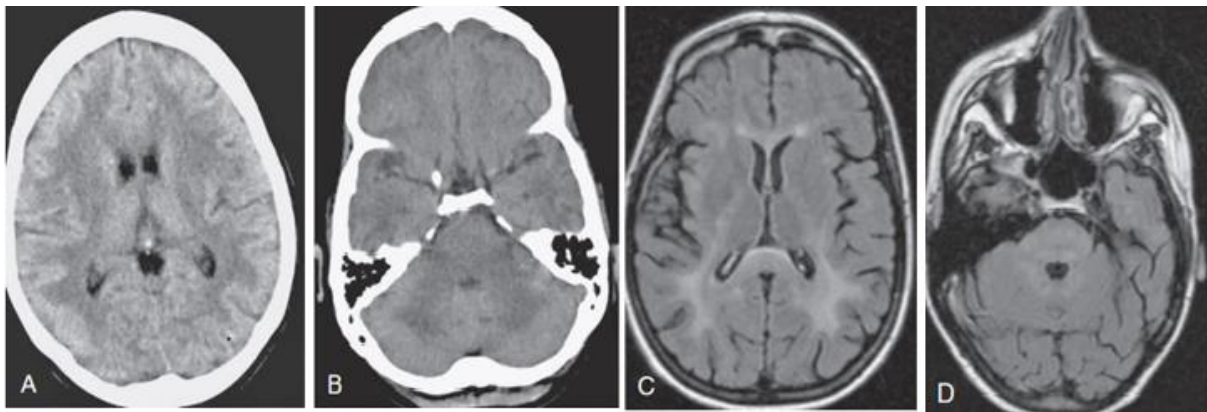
Encéphalopathie du VIH. Un jeune patient séropositif avait une charge virale élevée dans le plasma et le LCR et un faible taux de CD4+. (A,B) TDM cérébrale en coupe axiale en contraste spontané montrent une hypodensité bilatérale dans la substance blanche sous corticale sus et sous tentoriel. (C,D), L'IRM cérébrale en coupe axiale en séquence pondérée (FLAIR) montre des anomalies de signal en hyper signal bilatérales et symétriques dans la substance blanche péri-ventriculaire (C) et le tronc cérébral (D). On note un élargissement des sillons corticaux. Les examens neuropsychologiques étaient compatibles avec une démence sous-corticale.[15].
